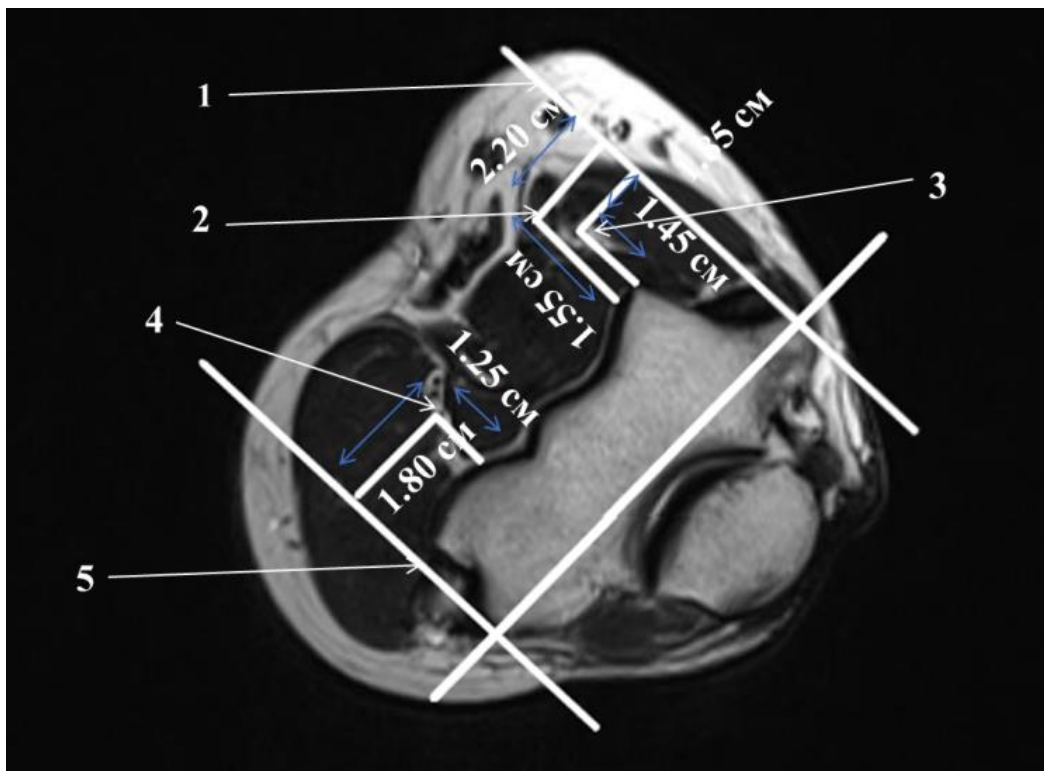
МРТ локтевого сустава, аксиальная плоскость.
